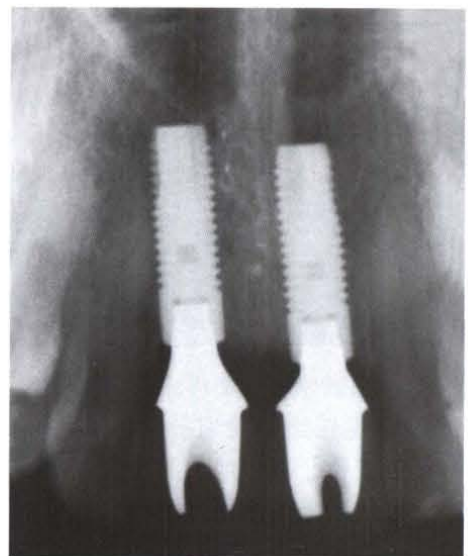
X线片展示很好的冠 / 基台边缘适合性和很好的边缘骨反应
